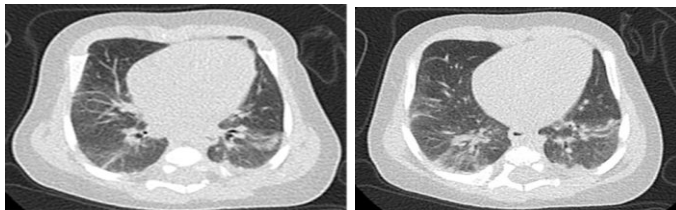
2 Sectoare de „sticlă mată” la CT pulmonară în infecția COVID-19 la etapele evolutive.
